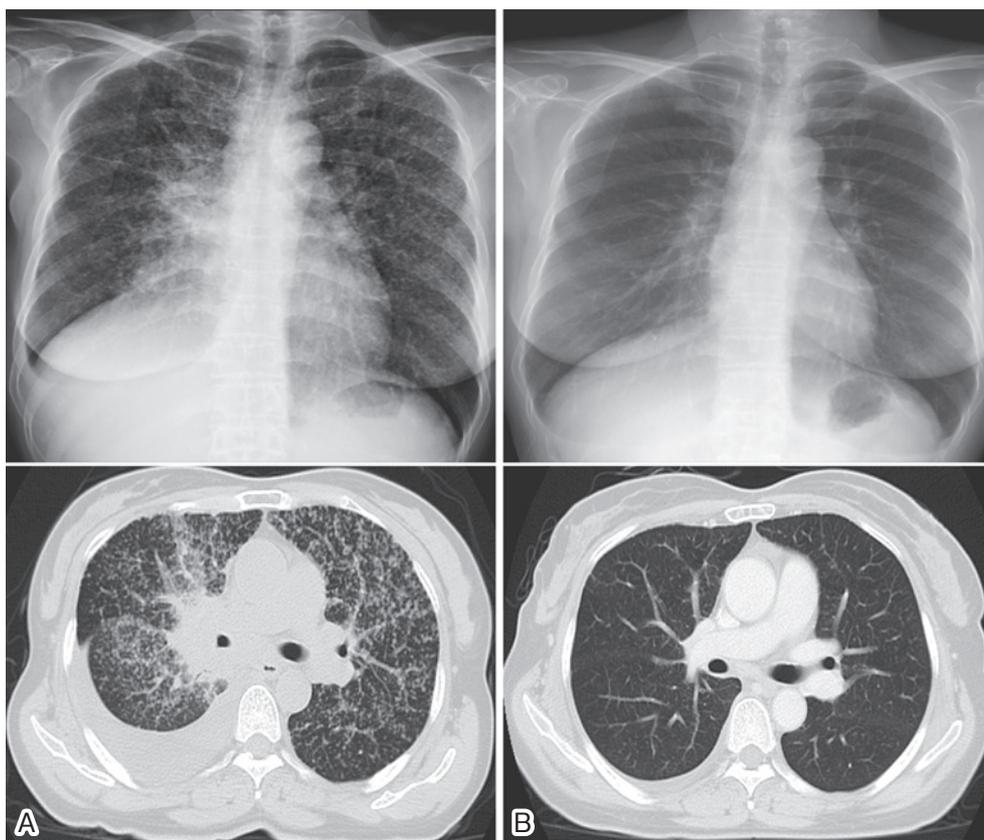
(A) EGFR チロシンキナーゼインヒビター 治療前 (胸部単純レントゲン画像およびCT画像) (B) EGFR チロシンキナーゼインヒビター 治療後三カ月目 (胸部単純レントゲン画像およびCT画像)
